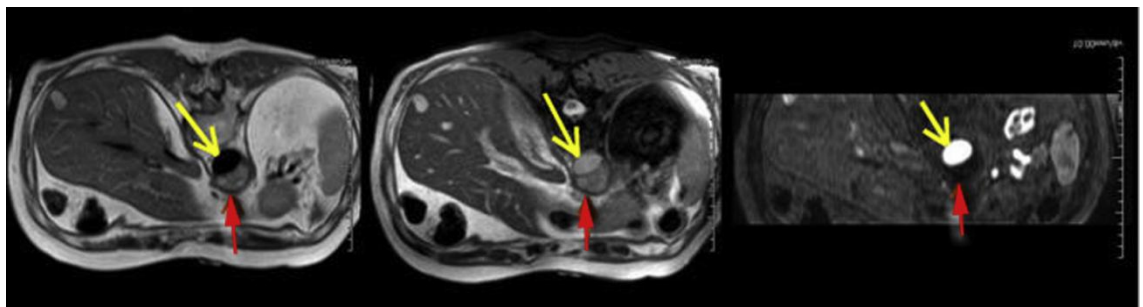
55岁慢性B型主动脉夹层的女性患者的MRI图像。真腔（黄色箭头所示）在黑血图像中无信号（左图），在单次激发的稳态自由运动序列（SSFP）图像中呈明亮信号（中图），在MR血管成像的图像中呈高信号（由充填的造影剂产生）（右图）。假腔（红箭头所示）在黑血和单次激发SSFP的序列中呈中等信号，有血栓的假腔在MRA中无信号。
